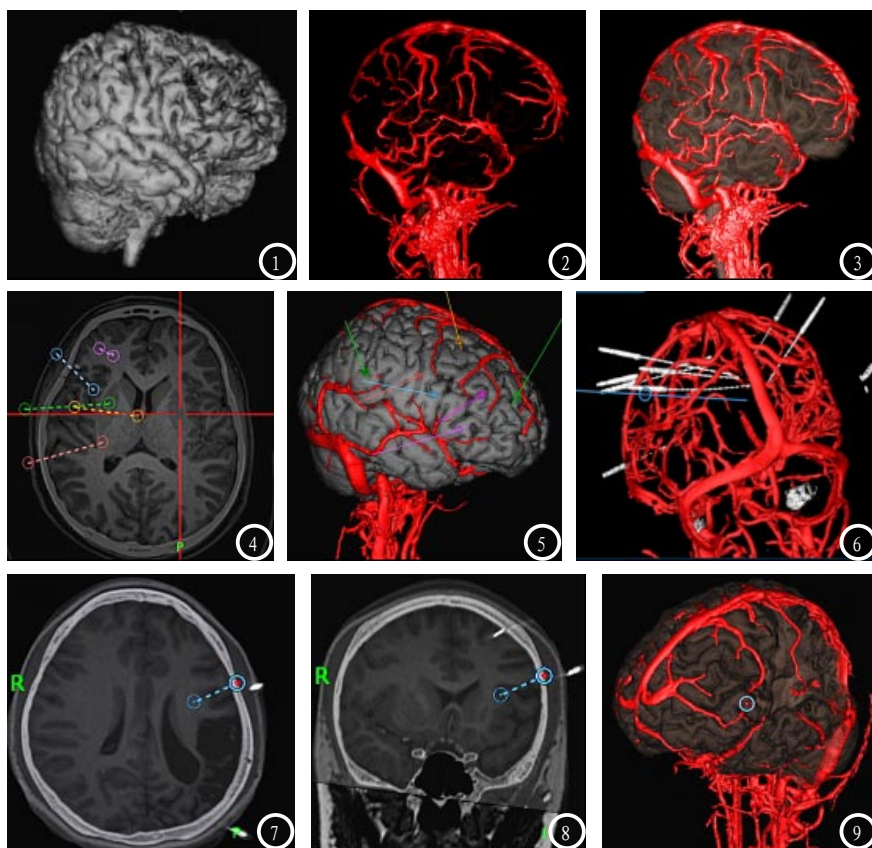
建立立体大脑及皮层静脉模型图。图4-6 设计手术路径。图7-9 电极植入术后CT与MRI融合显示触点解剖位置。
